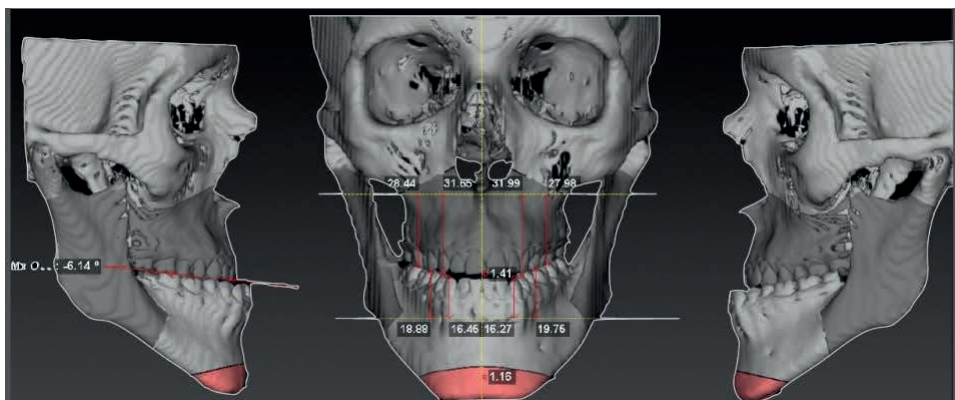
Tomografia computadorizada, com software Dolphing.
